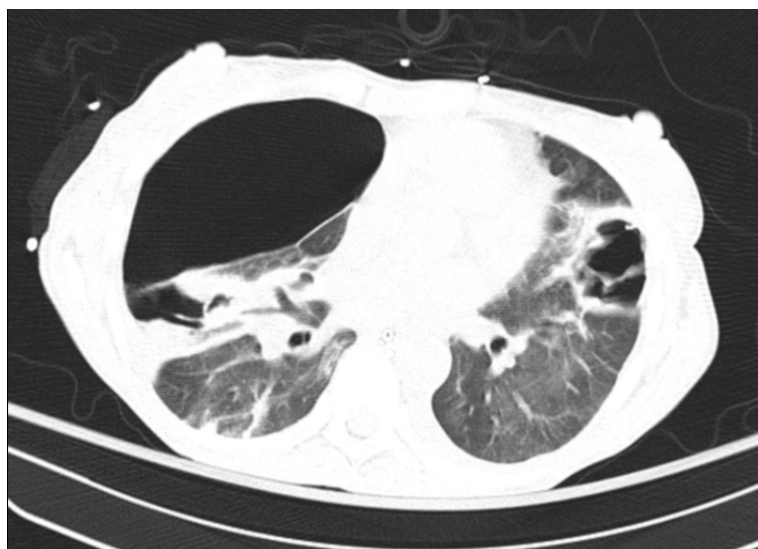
TAC torácico de control durante su ingreso en UCI. Neumotórax anterior persistente por fístula broncopleural en lóbulo medio derecho.
